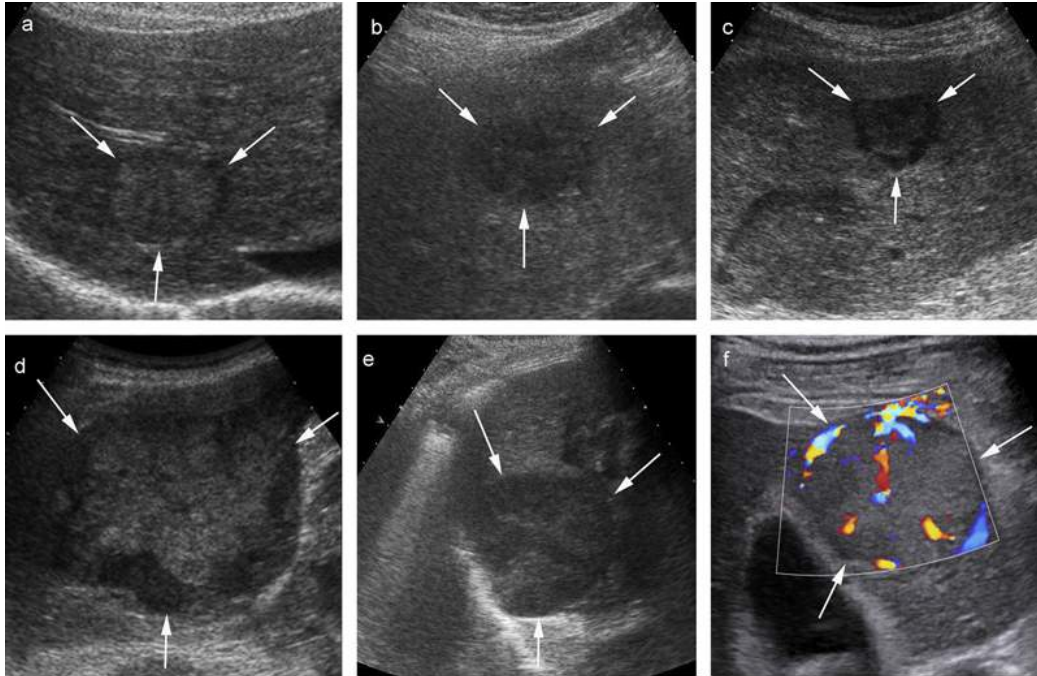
Différents aspects échographiques de CHC (flèches).
